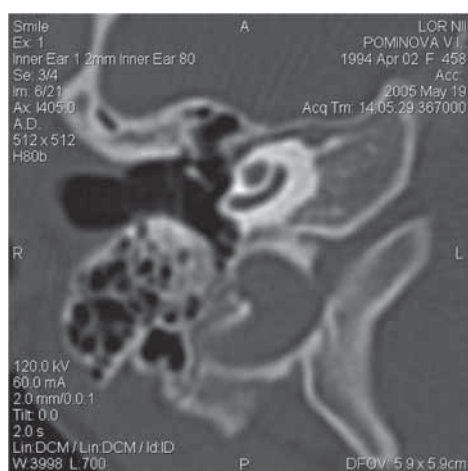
КТ височных костей пациента с сенсоневральной тугоухостью IV степени, кандидата на кохлеарную имплантацию.
